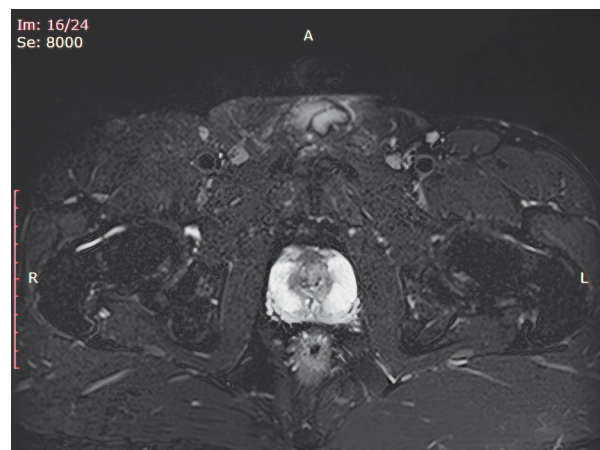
МРТ органов малого таза. Визуализируются диффузные изменения ткани предстательной железы
